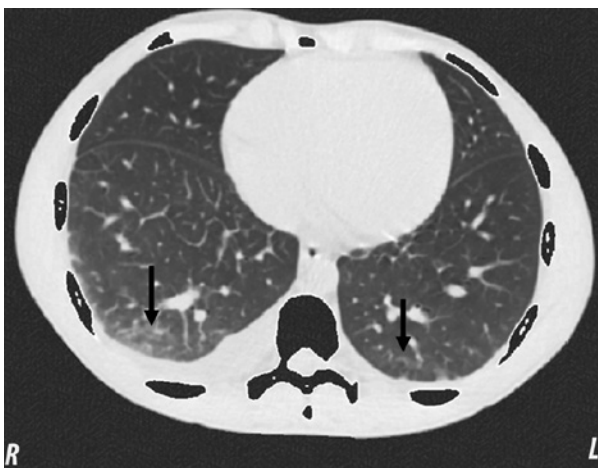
Компьютерная томография органов грудной клетки от 06.02.2021, стрелками указаны очаги альвеолярной консолидации
